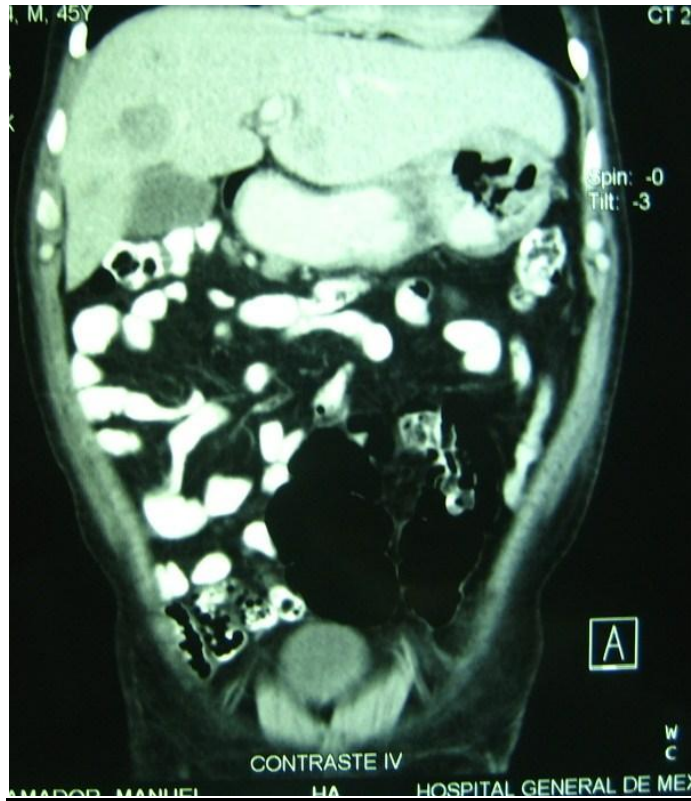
Imagen de resonancia magnética donde se observan múltiples lesiones en distintos órganos.
